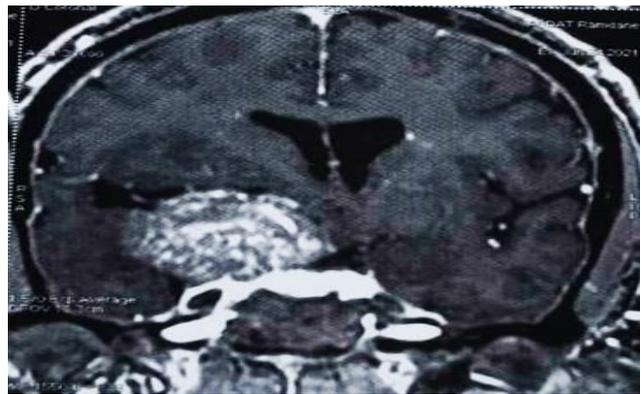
IRM cérébrale pré opératoire du patient A
